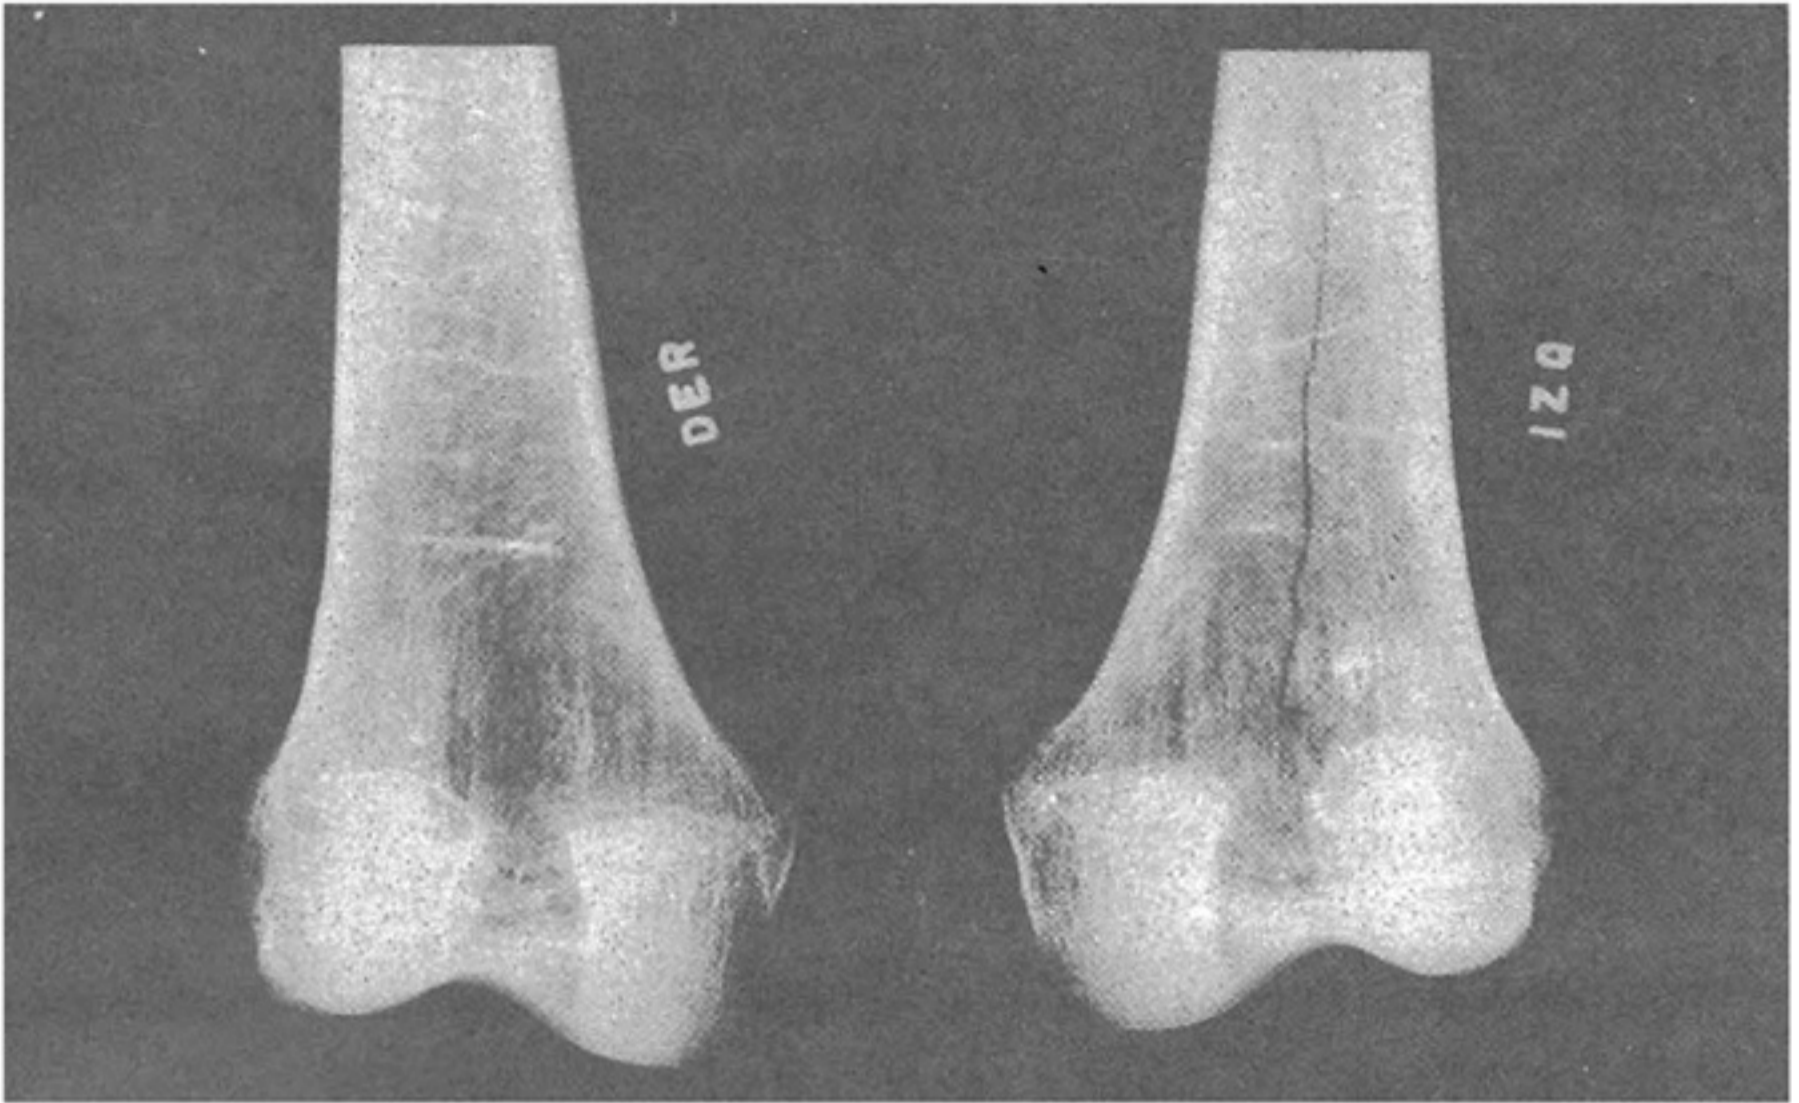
Cholula, Puebla. Entierro 5F. Radiografía del tercio distal de los fémures de un individuo adulto joven de sexo femenino, con líneas de Harris.
